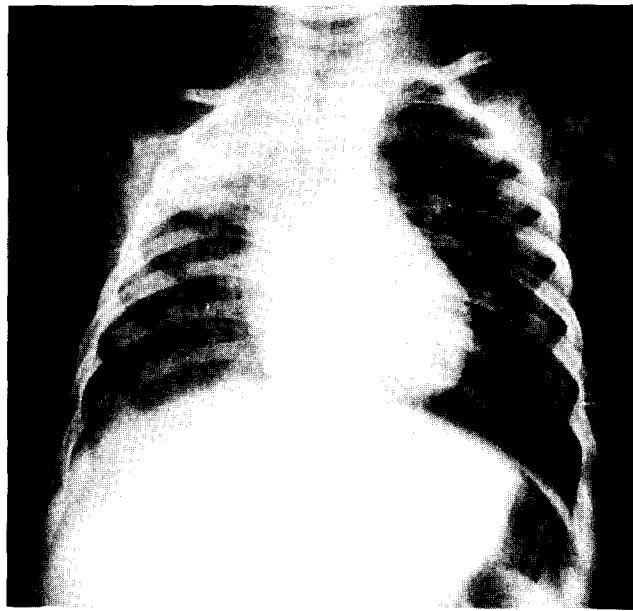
Chest PA. Chest x-ray showed pneumonic consolidation and lobar collapse in right upper lung field.
